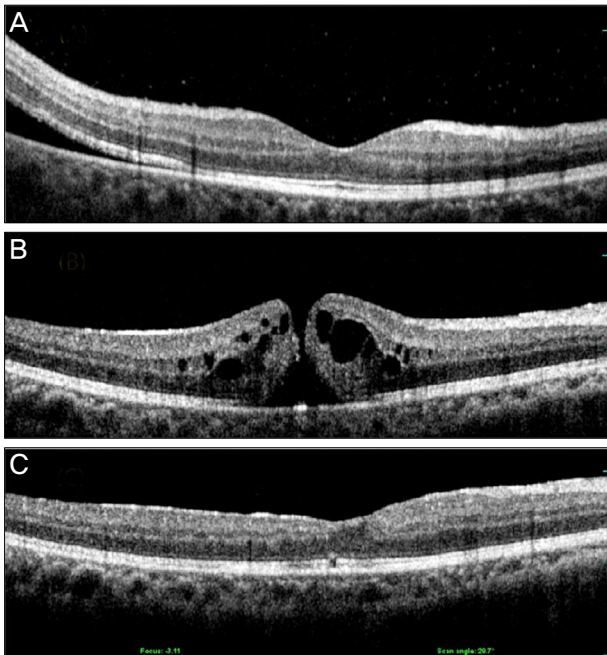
Optical coherence tomography images of patient number 12 that were taken at the diagnosis of retinal detachment (macular-spared) (A), 22 months after rhegmatogenous retinal detachment repair, macular hole had developed (B). 2 months after additional vitrectomy, internal limiting membrane peeling and fluid-gas exchange, macular hole had closed (C). The best-corrected visual acuity measured at each time point was 20/40, 20/50, 20/25, respectively.
